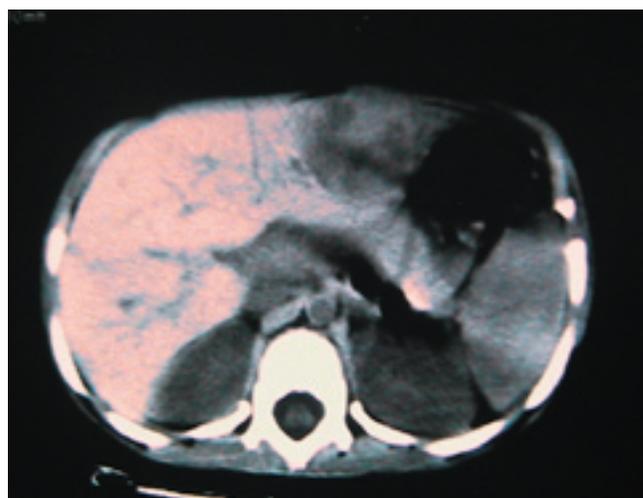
Tomografía axial computarizada que muestra tumor sólido en lóbulo izquierdo del hígado de contornos regulares.
